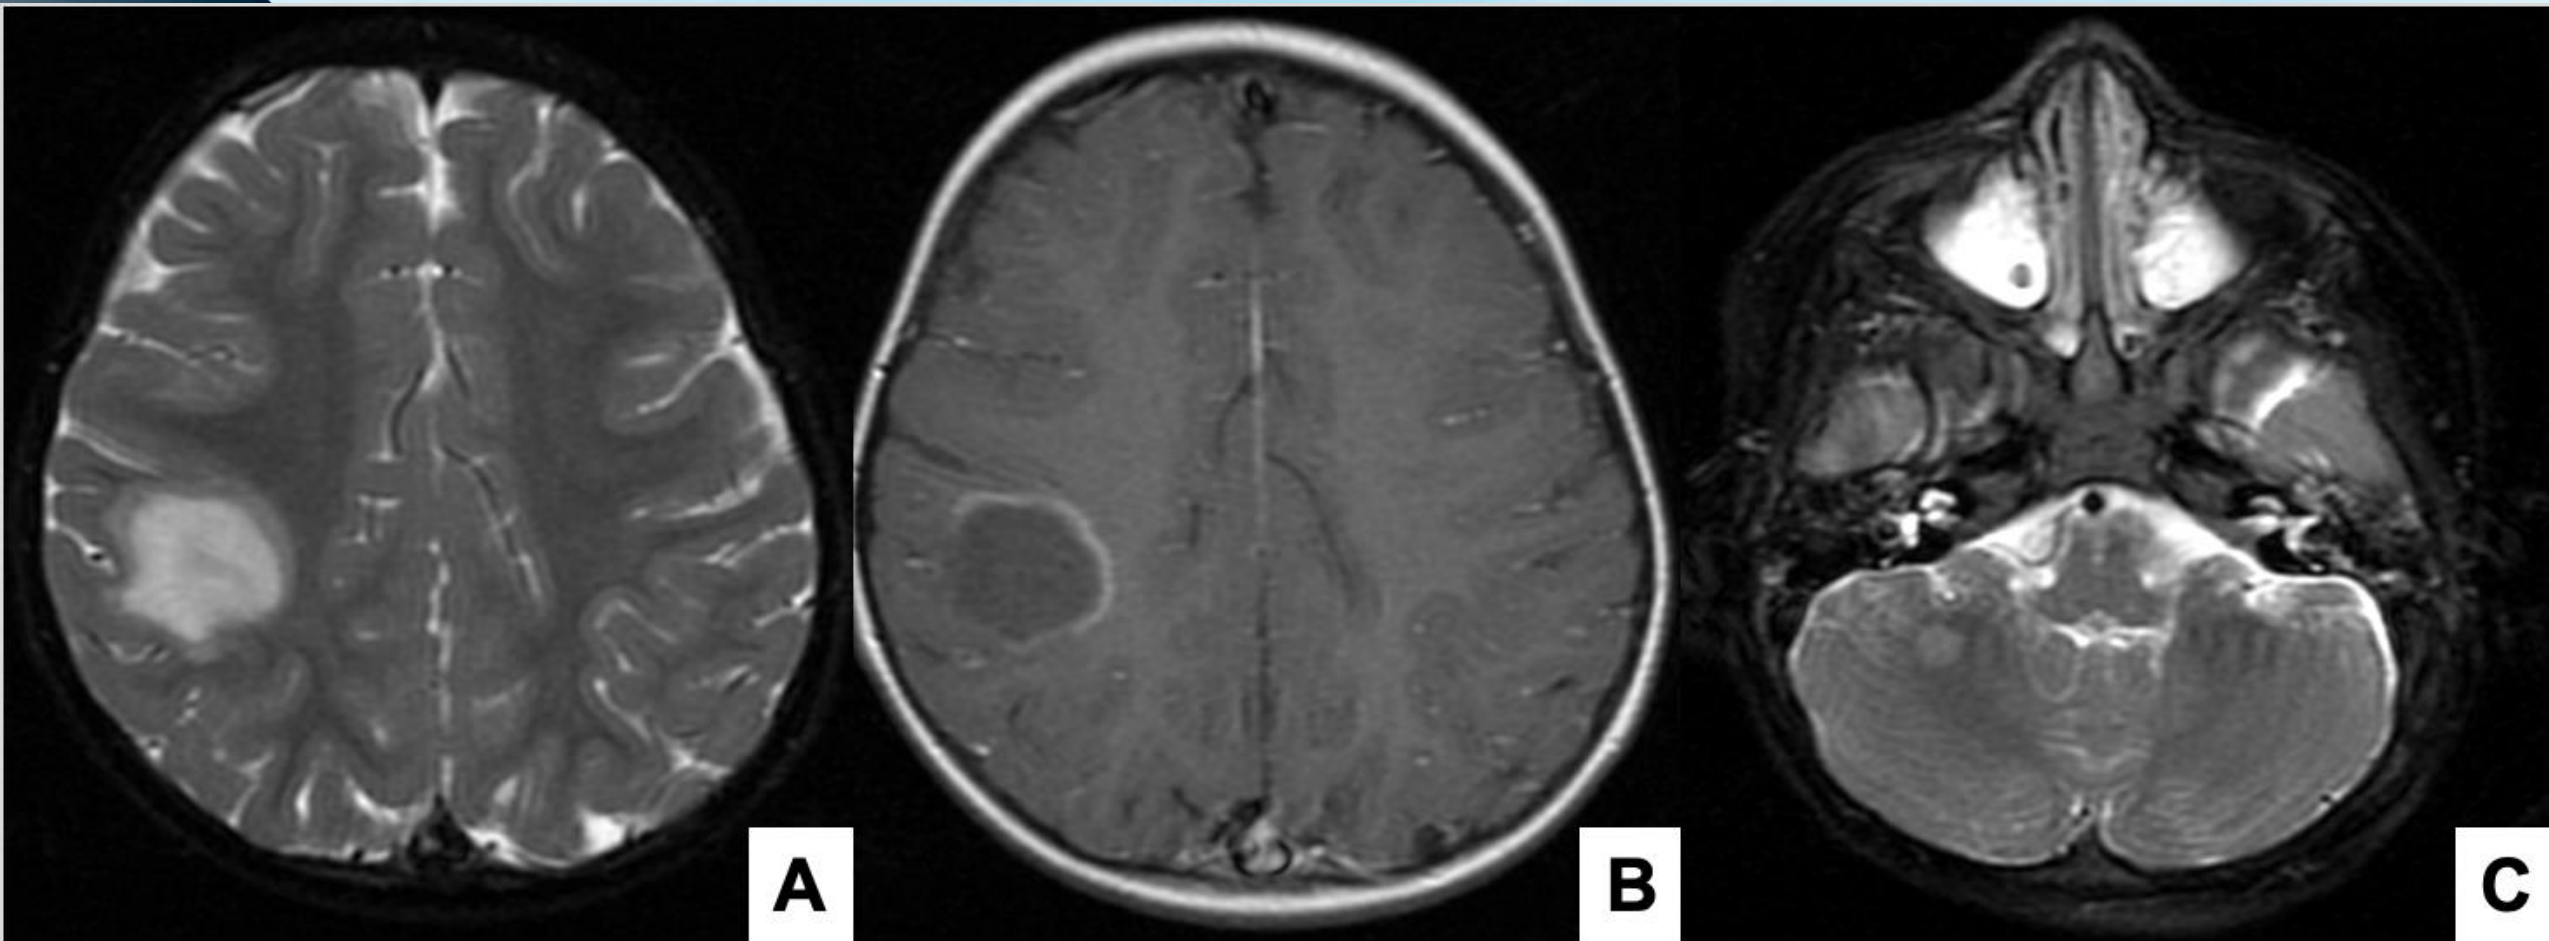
RM DE CRÁNEO. T2WI y TW1 con contraste. ADEM. Niña 2 años. Lesión córtico-subcortical parietal derecha hiperintensa en T2WI (A) con realce de contraste en anillo incompleto tras la administración de contraste intravenoso (B). Otra lesión redondeada hiperintensa en hemisferio cerebeloso derecho que no realzó con el contraste (C).
